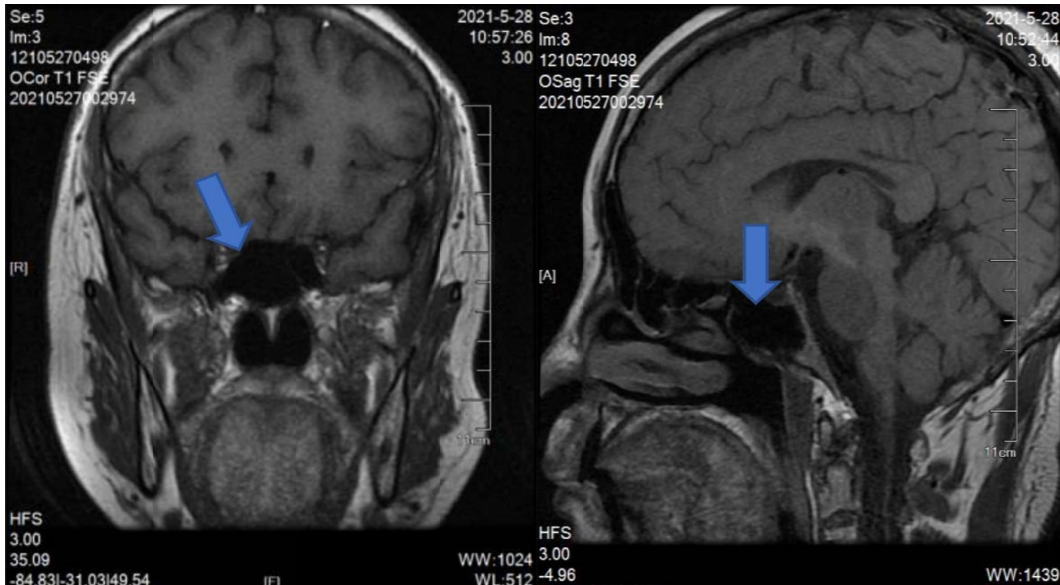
Images IRM en séquence T1 coupes frontale et sagittale objectivant une selle turcique vide [148]
